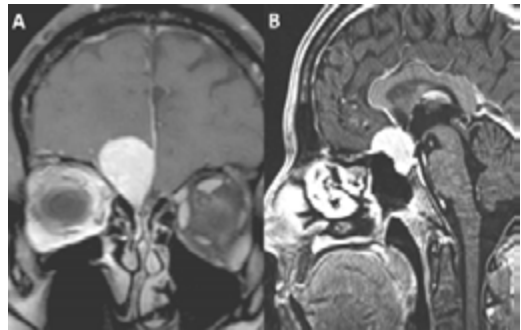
A) Imagen coronal de RM en secuencia T1 con contraste. Se aprecia imagen de bordes regulares que capta contraste de forma homogénea y alojada en el surco olfatorio y techo etmoidal. Esta lesión se podría reseca mediante un abordaje endonasal transetmoidal unilateral. B) Imagen sagital de RM en secuencia T1 con contraste. Se aprecia imagen de bordes regulares que capta contraste de forma homogénea alojada en silla turca, tubérculo sellar y planum esfenooidal. La lesión se podría tratar mediante una combinación de abordajes transellar, transtuberculum y transplanum.
